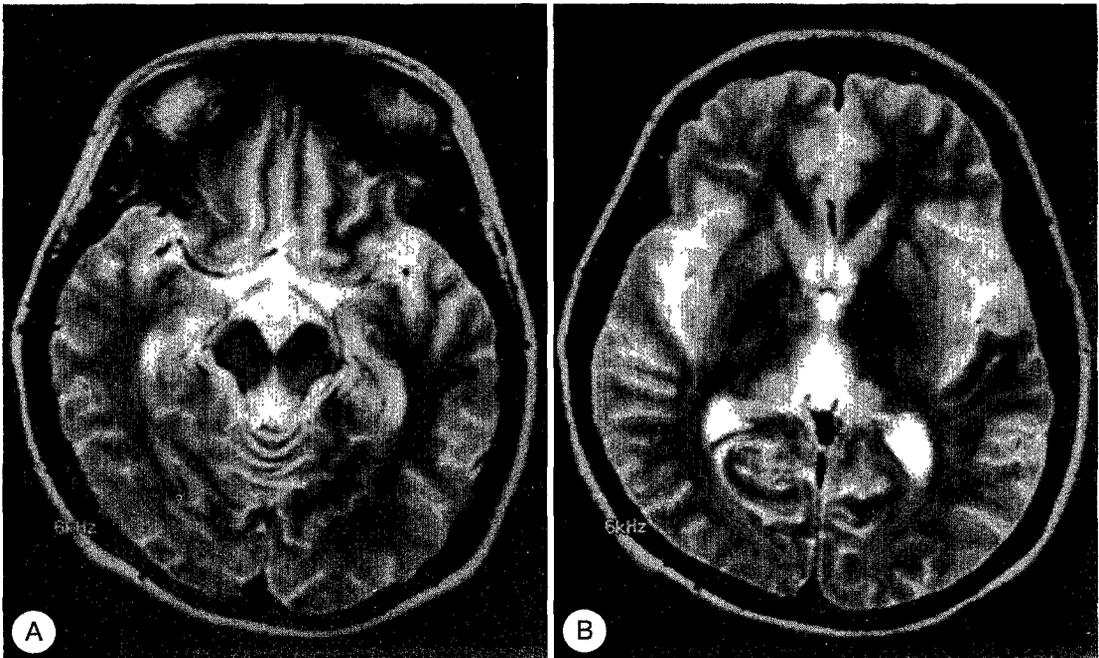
The MRI reveals the high signal intensity in midbrain(A), thalamus(B).
